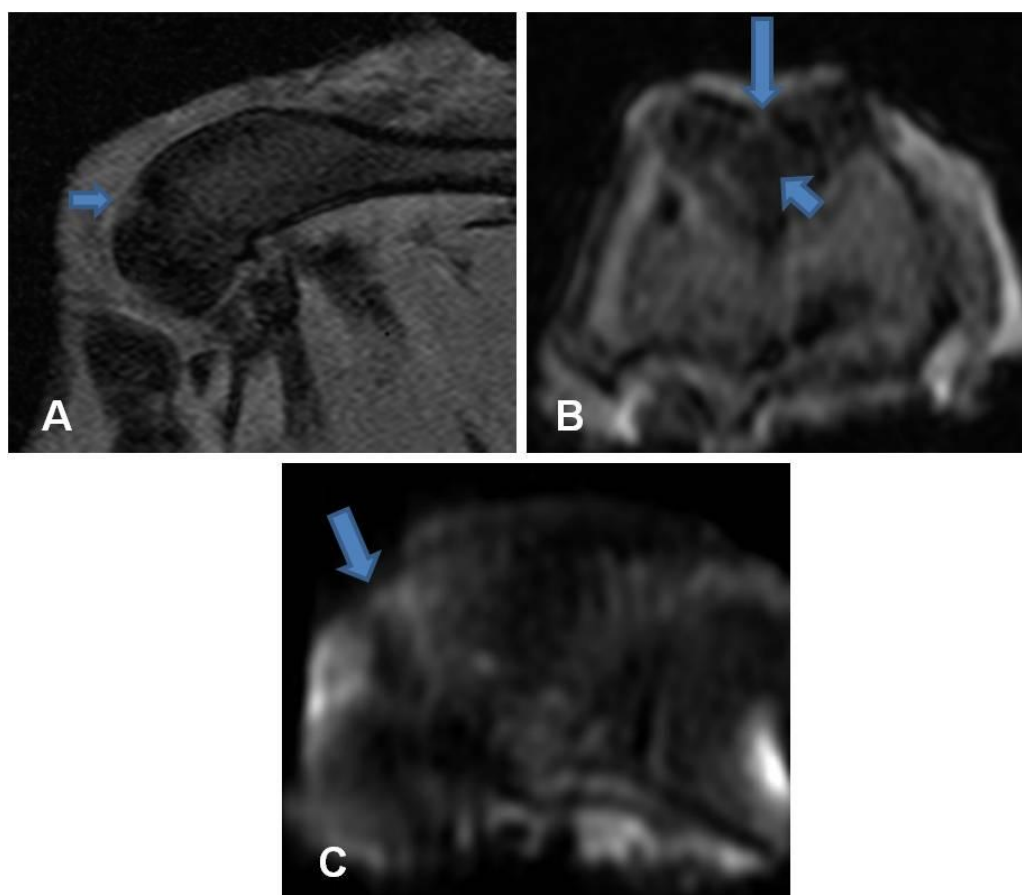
Análisis de RMN del grupo intervenido con hidrogel sin MSCs.
